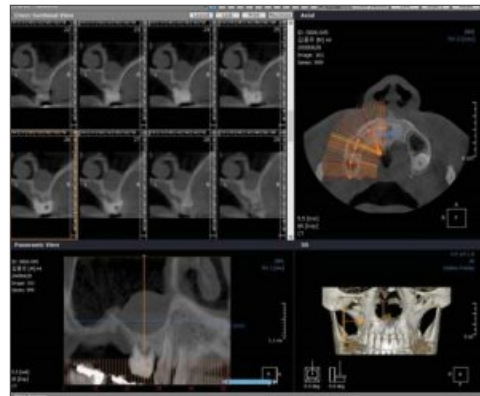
CT scan상 medial wall과 inferior 전반부에 cyst가 보이며, 환자의 증상은 없어서 제거하지 않고 조심스럽게 거상하는 방법을 선택하였다.
